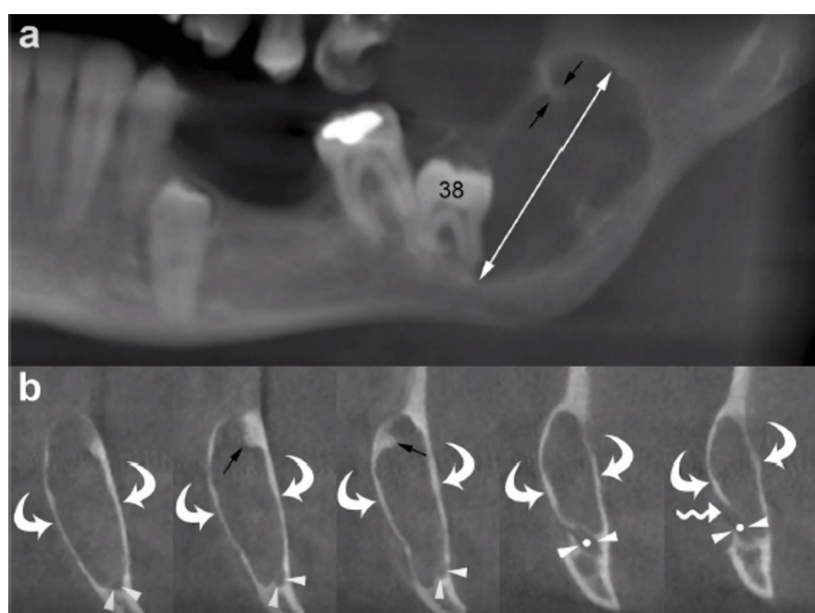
Queratocis Odontogênico mandibular. As imagens de TC de feixe cônico panorâmica (A) e transversal (B) exibem uma lesão osteolítica na e ramo posterior esquerdo, com crescimento predominantemente ao longo do osso (seta dupla) e mínima expansão dos córtices vestibular e lingual (setas curvas). Observe o deslocamento mesial do 3º molar impactado (38) e o deslocamento inferior do canal mandibular (pontas de seta e pontos).
